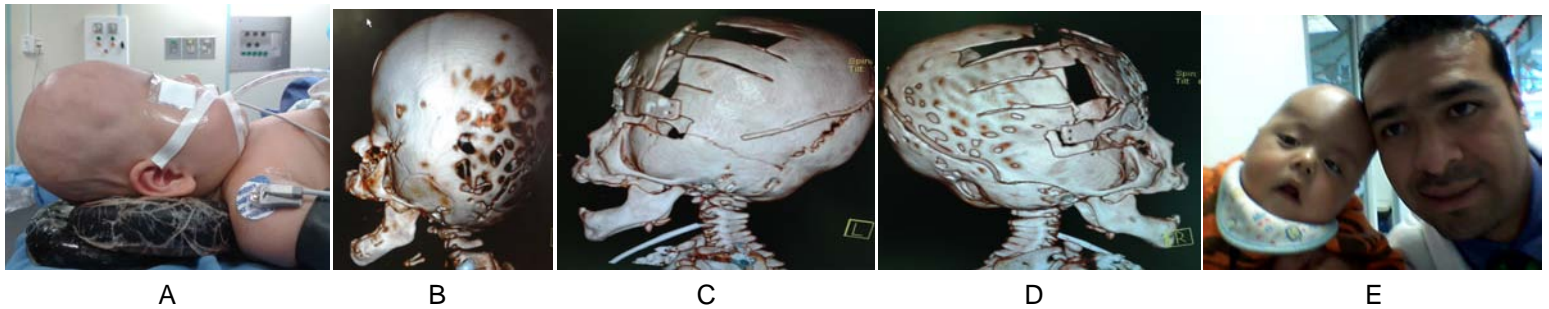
Braquitricefalia mismo caso que el anterior, A) En quirófano decubito supino vista lateral derecha, se aprecia a la perfección el craneo en forma de torre, B) TC 3D vista lateral izquierda, ausencia de la sutura coronal y craneolacunía compensatoria parieto-occipital ipsilateral, C) TC 3D post-operatorio inmediato vista lateral izquierda, sin craneolacunía, lo que sugiere disminución de la hipertensión intracraneal, D) TC 3D post-operatorio inmediato, vista lateral derecha, se observa el avance fronto-orbitario y osteotomías radiadas parietales, E) fotografía vista anterior del paciente en el momento del egreso
